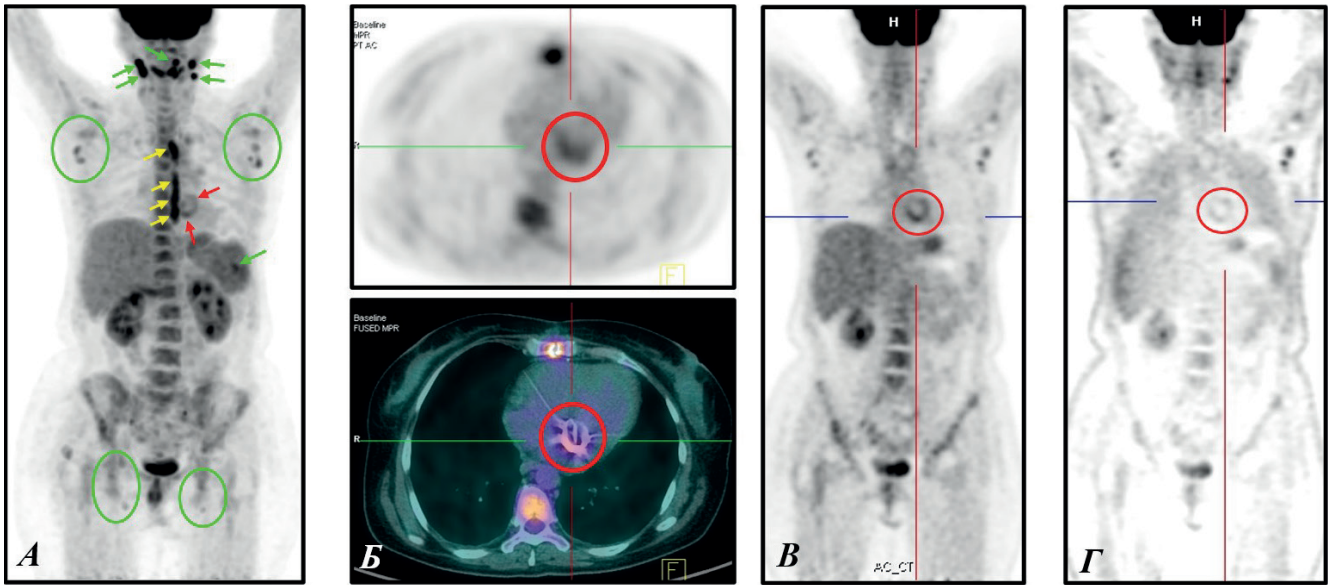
Пример ложноположительного результата ПЭТ/КТ.
